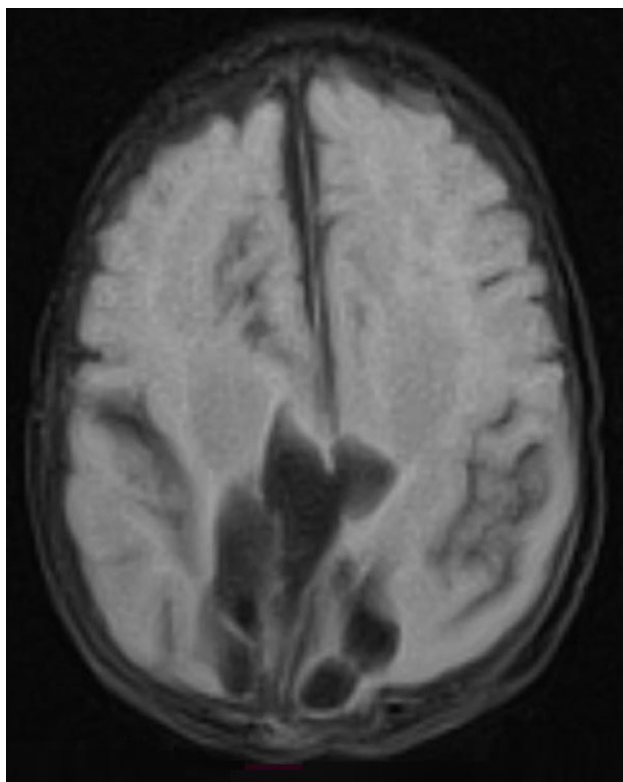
Resonancia magnética ponderada en T1: se observa lisencefalia occipital.
